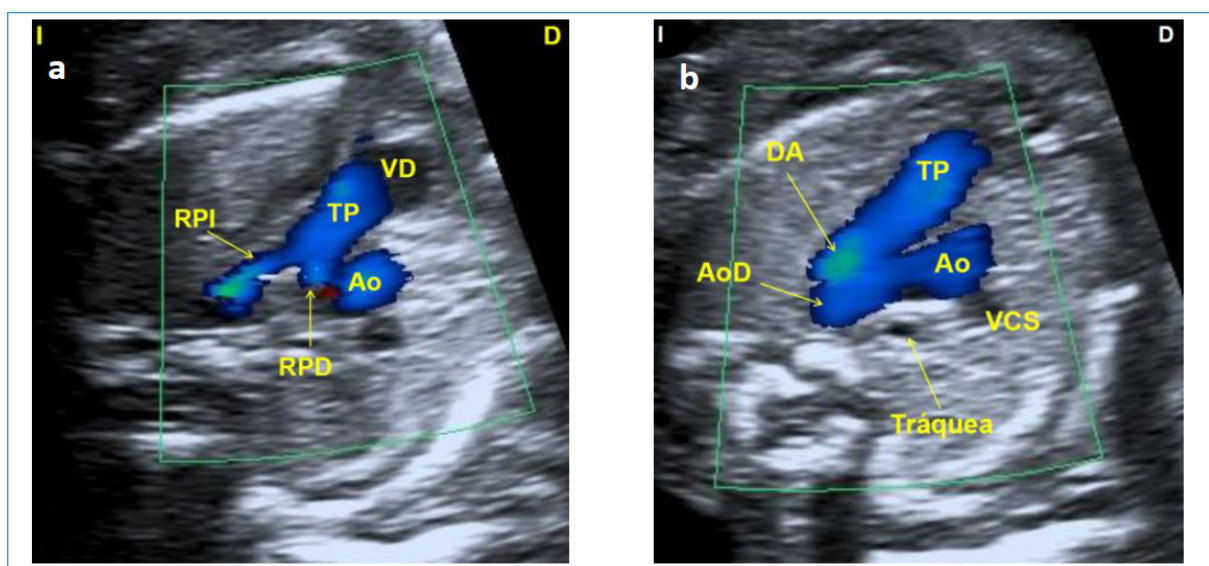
a) Tracto de salida del ventrículo derecho que permite poner de manifiesto la existencia de un flujo transpulmonar anterógrado, normal, laminar, descartándose con ello patología valvular pulmonar (estenosis/atresia). AD: aurícula derecha; AI: aurícula izquierda; VD: ventrículo derecho; VI: ventrículo izquierdo; Ao: aorta; RPD: rama pulmonar derecha; RPI: rama pulmonar izquierda; TP: tronco pulmonar. b) Corte de 3 vasos-tráquea con Doppler color rellenándose la aorta y la pulmonar en un mismo color que indica flujo anterógrado en ambos vasos, descartando con ello la existencia de una obstrucción significativa en la salida de los ventrículos.
